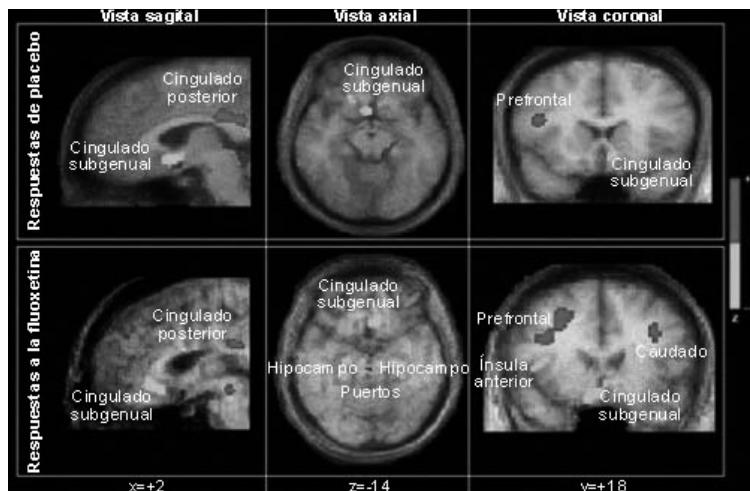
PET scan sobreimpuesto a una imagen de resonancia magnética, en el que se indican las áreas donde se ha incrementado (zonas más oscuras) o disminuido (más claras) la actividad cerebral, en hombres que respondían al placebo (fila superior) o a la fluoxetina (fila inferior), un fármaco antidepresivo de la familia de los ISRS.
